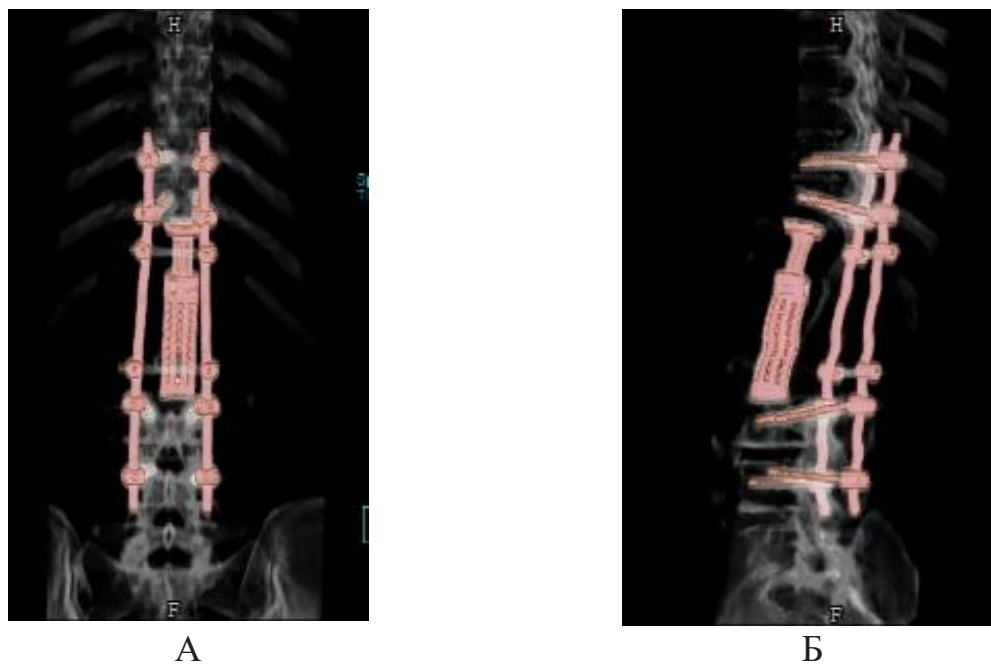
Компьютерные томограммы больной С. после хирургического лечения в объеме спондилэктомии Th12-L2 позвонков с комбинированной стабилизацией (А – фронтальный срез; Б – сагиттальный срез)
